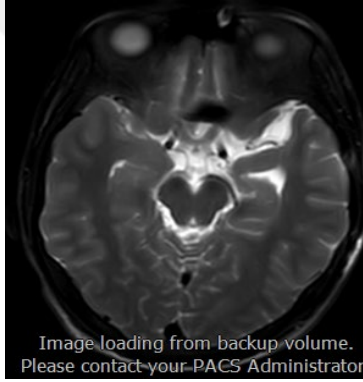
Şekil f: Postop 9. ay BT görüntüsü
